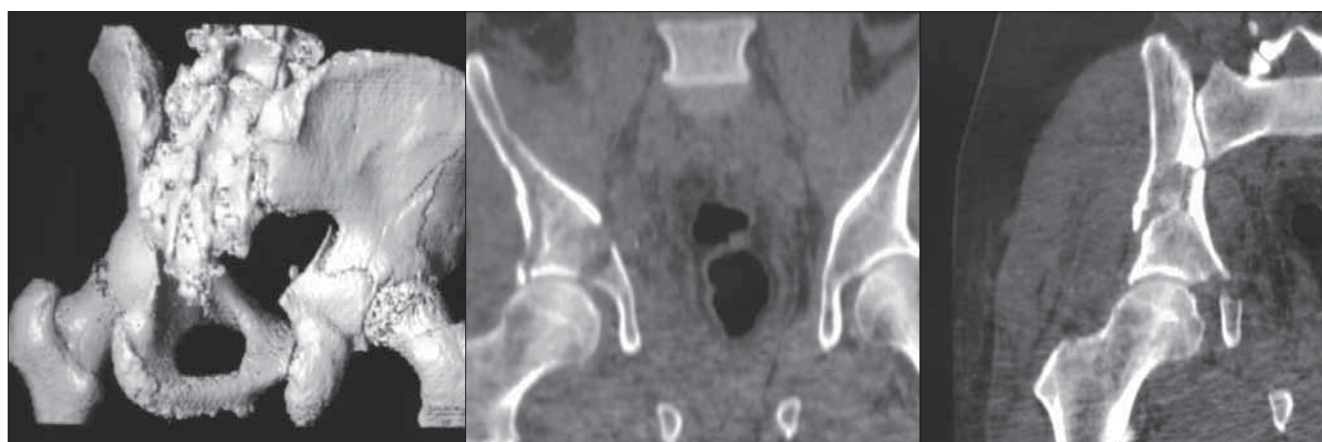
КТ перед операцией
